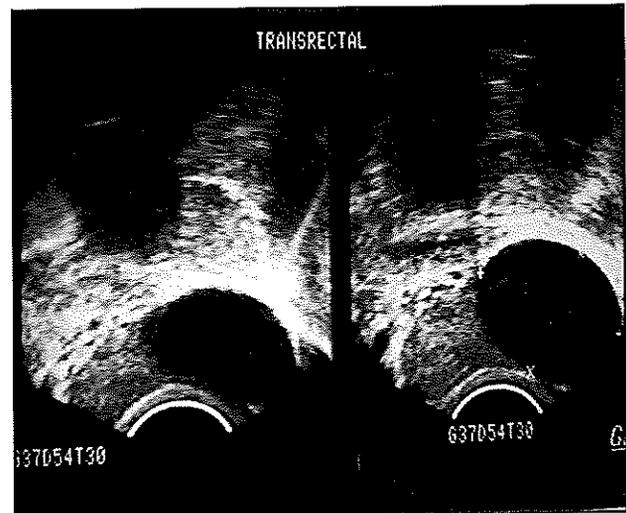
Ecografía transrectal. Quiste de 3 cm.
